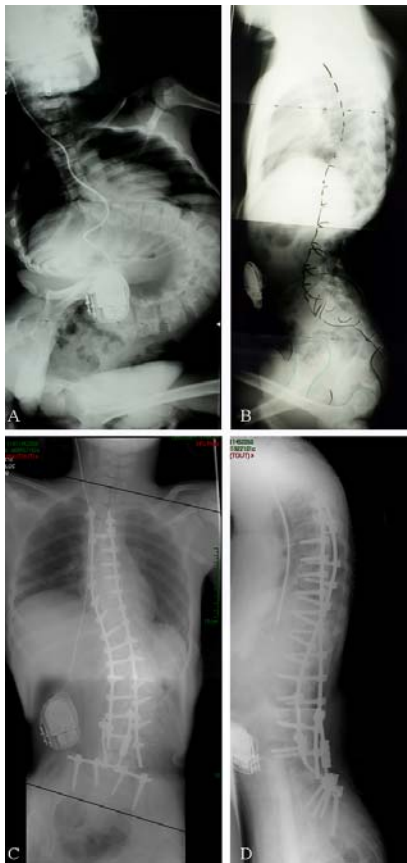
Exemple de correction par cintrage progressif et instrumentation segmentaire par vis pédiculaires chez un jeune garçon de 13 ans atteint d'une dystrophie musculaire congénitale. A et B. Radiographies pré-opératoires. C et D. Radiographies postopératoires.
